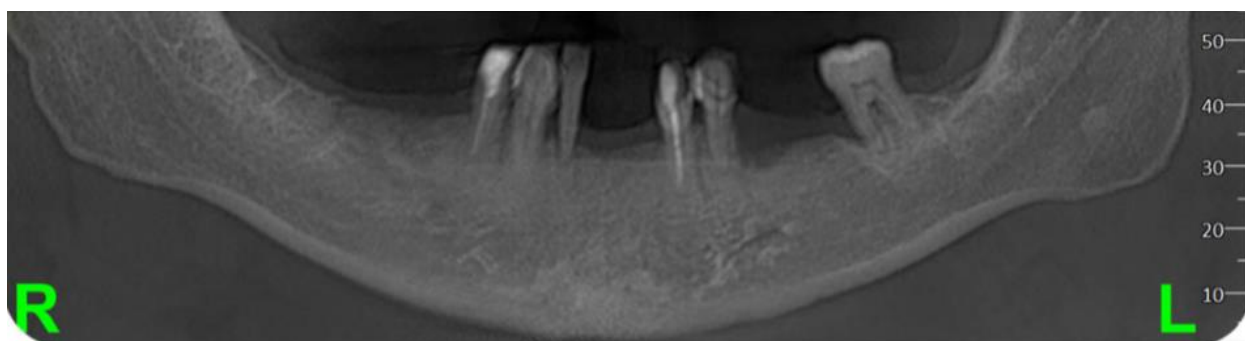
c. Aspect radiografic preoperator
